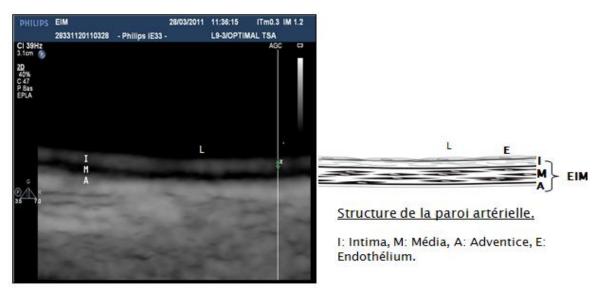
EIM à l'échographie des TSA.
